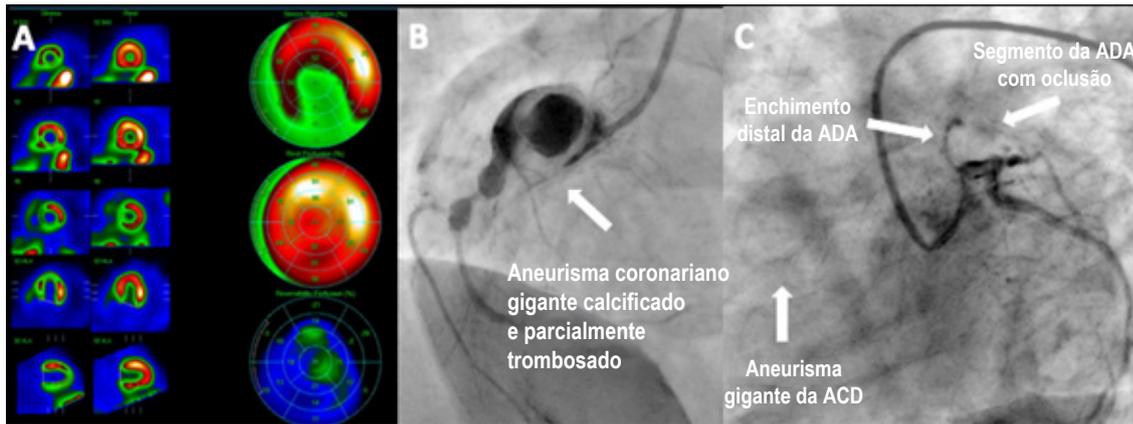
A) SPECT mostrando área do VE com 45% de isquemia; B) ACD; C) Artéria coronária esquerda.
